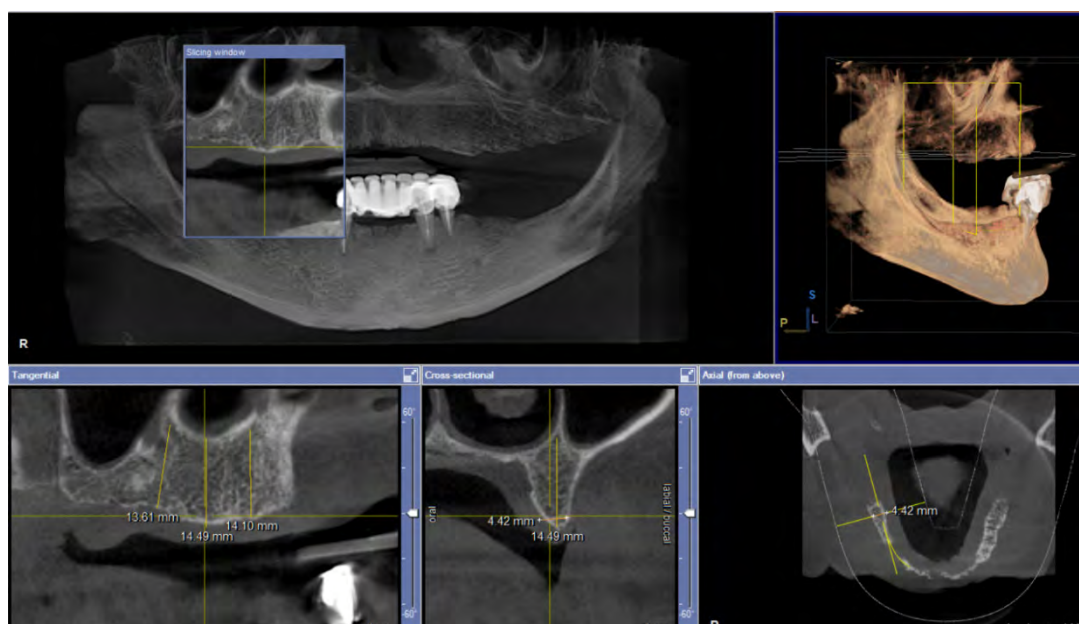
Prerje e CBCT dhe distancat në zonën distale maksilare djathtas.
